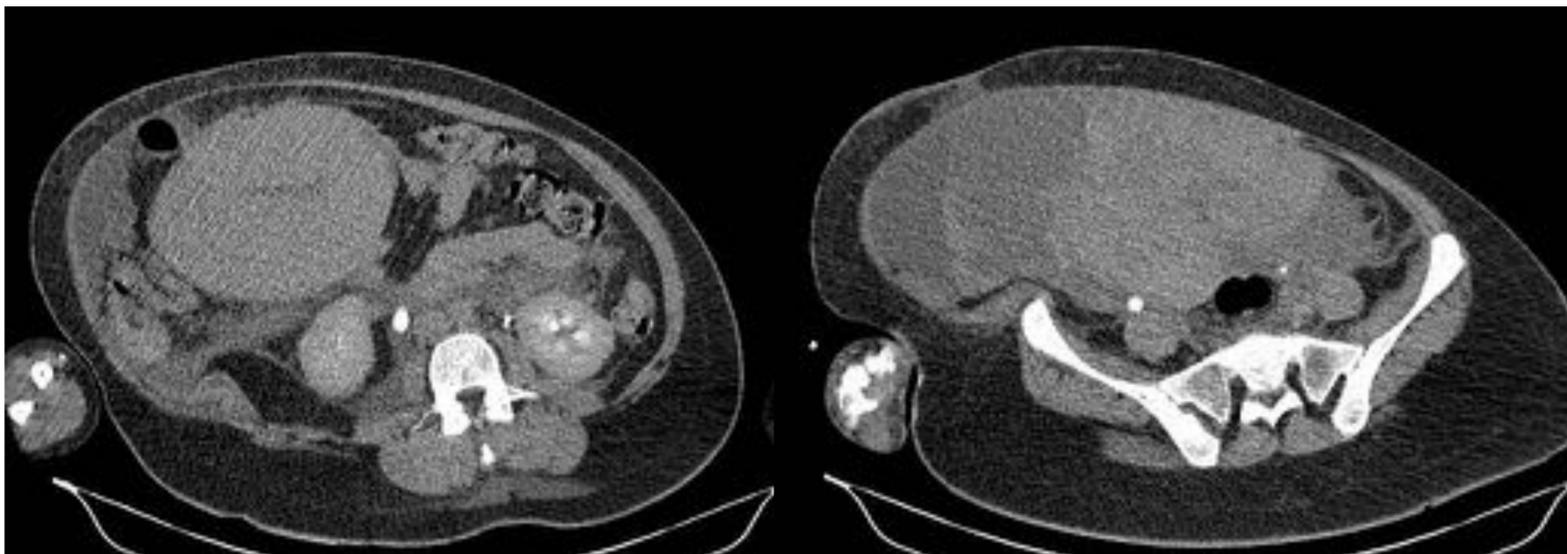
Tomografía axial computarizada abdominopelvica con contraste intravenoso de paciente de 39 años que a las 24 horas tras parto vaginal con distocia de hombros se encuentra anémica, presenta hematuria y se encuentra inestable hemodinámicamente. Presenta una rotura incompleta de útero visualizándose en la tomografía axial el útero aumentado de tamaño a expensas de un gran hematoma a tensión en la cara anterior.
